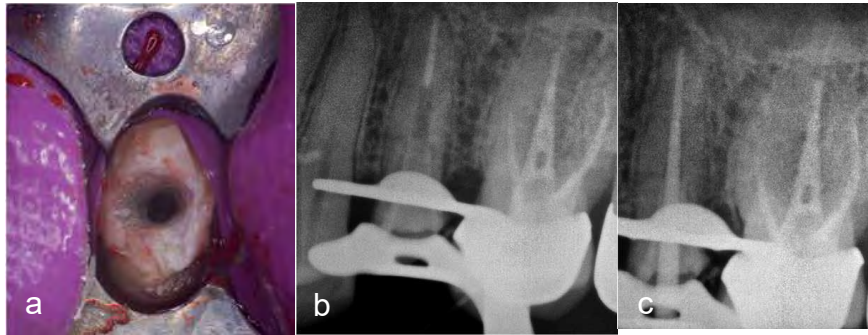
a) Conducto reconstruido, b) Radiografía con ionómero, c) radiografía final con poste.
